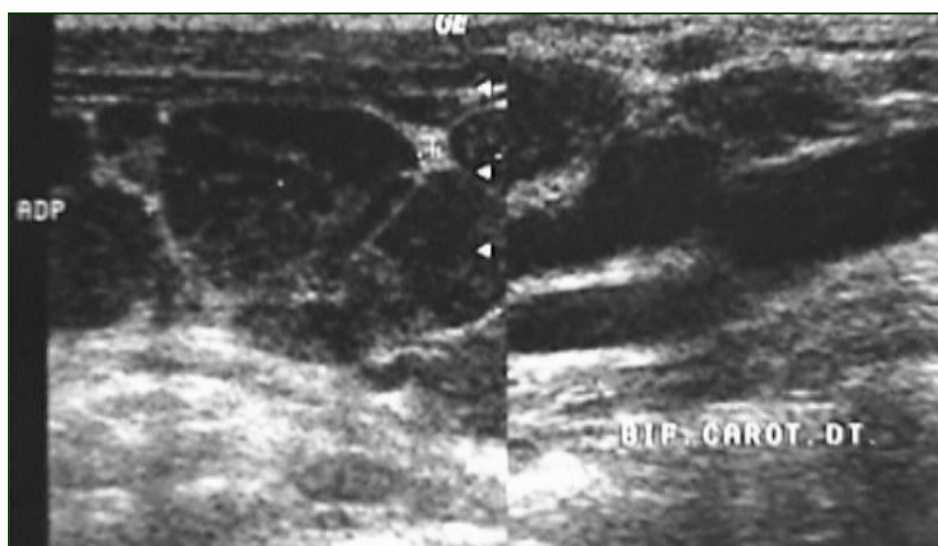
Coupe échographique sagittale montrant des adénopathies jugulo-carotidiennes
